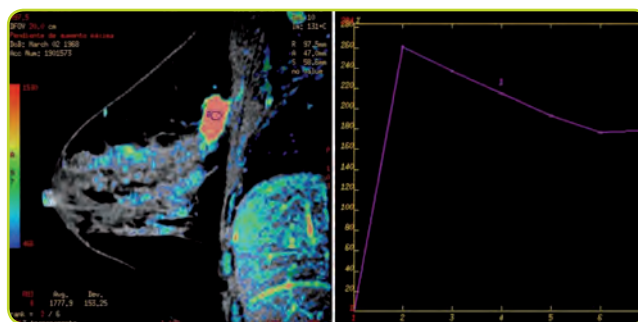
Imagen de resonancia magnética. Se observa nódulo hipercaptante, de morfología irregular localizado en profundidad, con comportamiento dinámico congruente con malignidad: captación precoz e intensa los dos primeros minutos.
